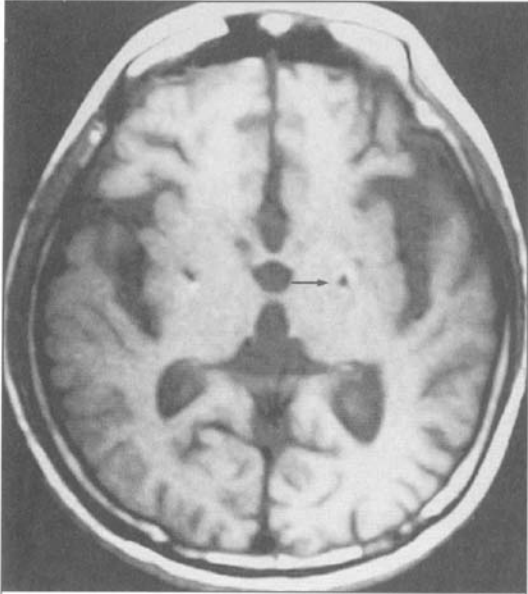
MRI 示双侧 DBS 电极头端位于该患 GPi 核团内 (箭头所示)
